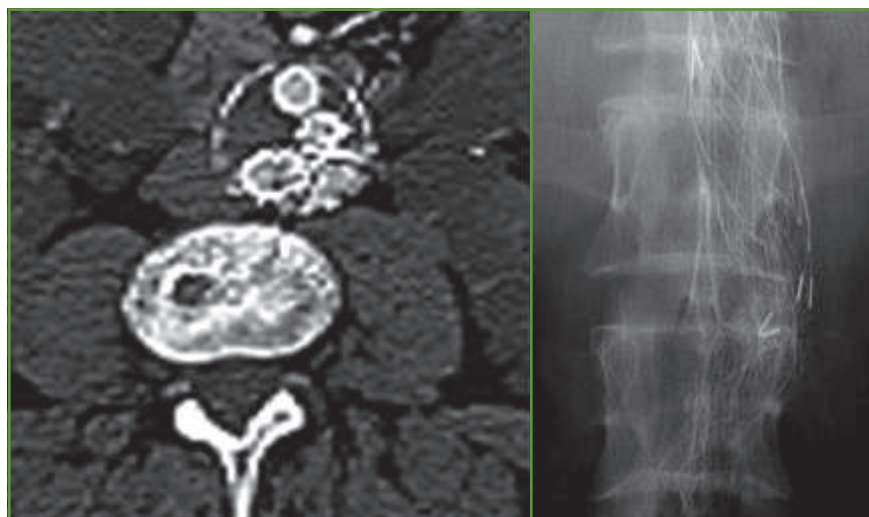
Scanner montrant la déconnexion du jambage gauche et la fuite de contraste. Radiographie conventionnelle montrant la déconnexion du jambage gauche.
